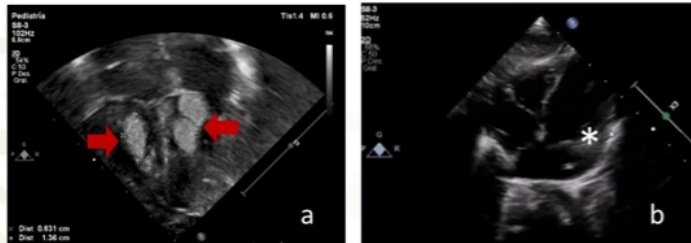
a) Ecocardiograma previo al tratamiento, se observan rabdomiomas en pared posterior de VI y en pared anterior de VD (flechas rojas), b) ecocardiograma 8 semanas posterior al tratamiento, se observa patrón hiperecogénico en pared posterior de VI (asterisco).
